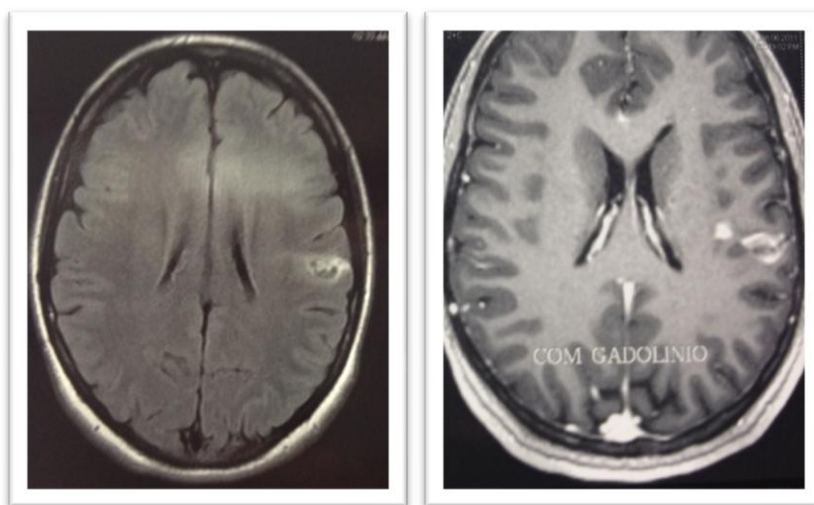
RMN: FLAIR e contraste com gadolínio.
